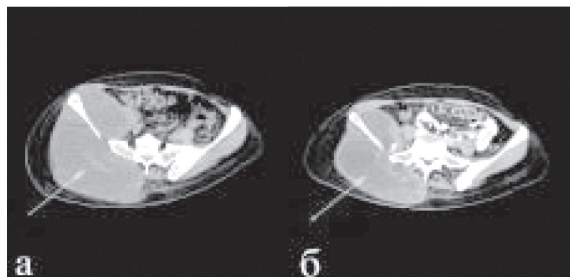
СКТ органов малого таза: а – до химиолучевого лечения; б – после химиолучевого лечения. Стрелкой указано метастатическое образование
